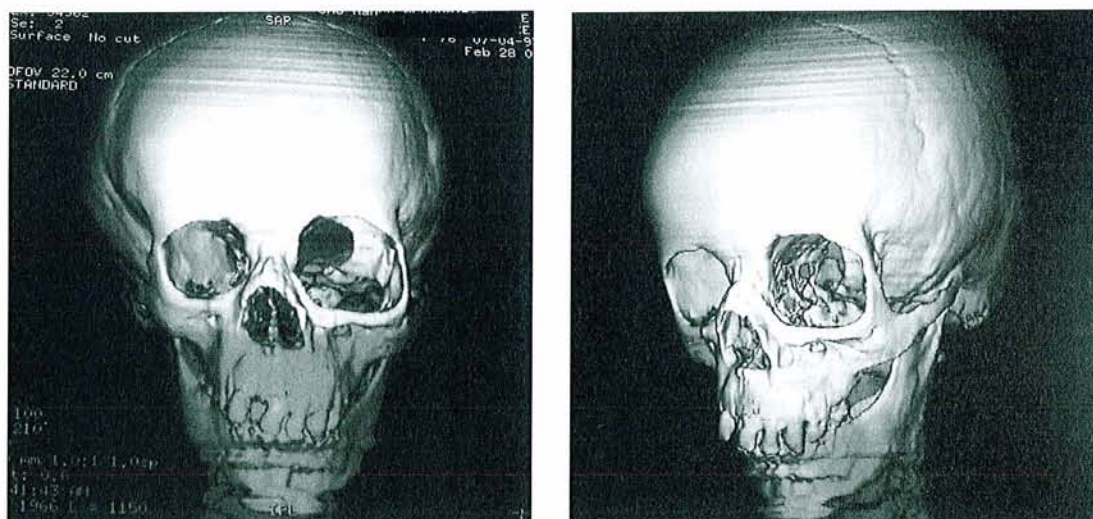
TDM Reconstructions 3D : Agrandissement orbitaire gauche et dysplasie sphénoïdienne majeure chez une fillette de 3 ans atteinte de NF1 orbito-palpébro-jugale gauche.
